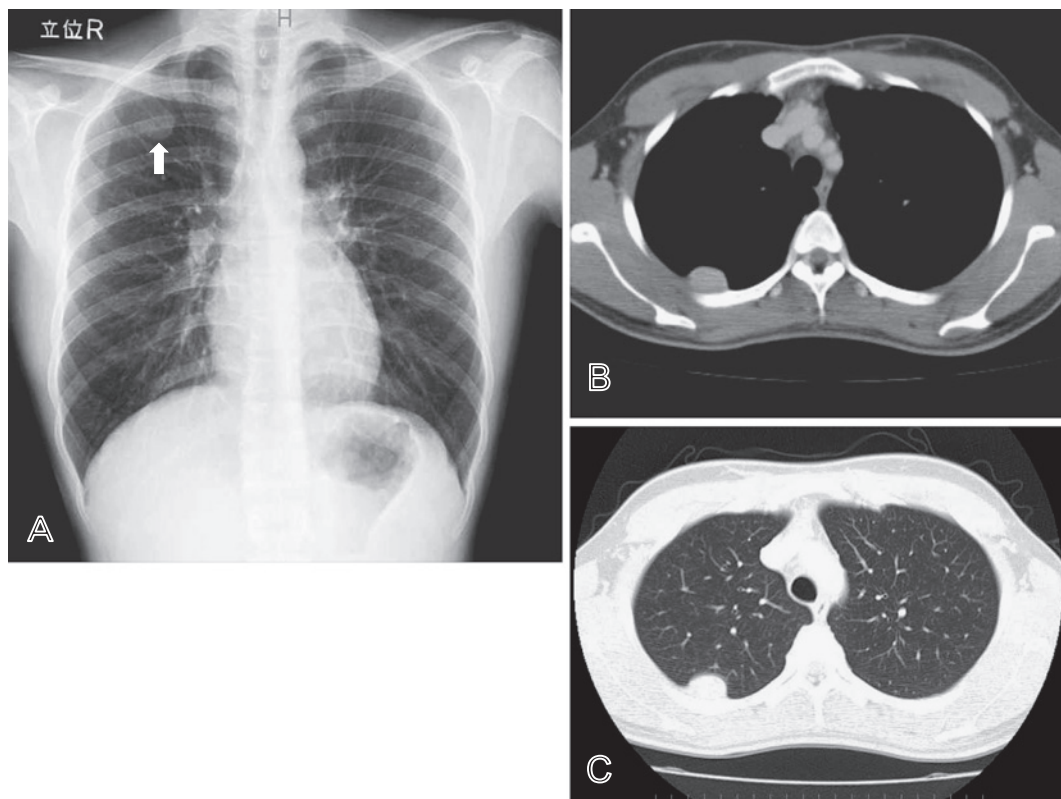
Chest radiograph (A) and chest computed tomography (CT) images (B, C) as an outpatient. An almost round nodular shadow was identified on a plain chest radiograph (arrow). Contrast-enhanced chest CT showed a mass that protruded into the thoracic cavity (B).
